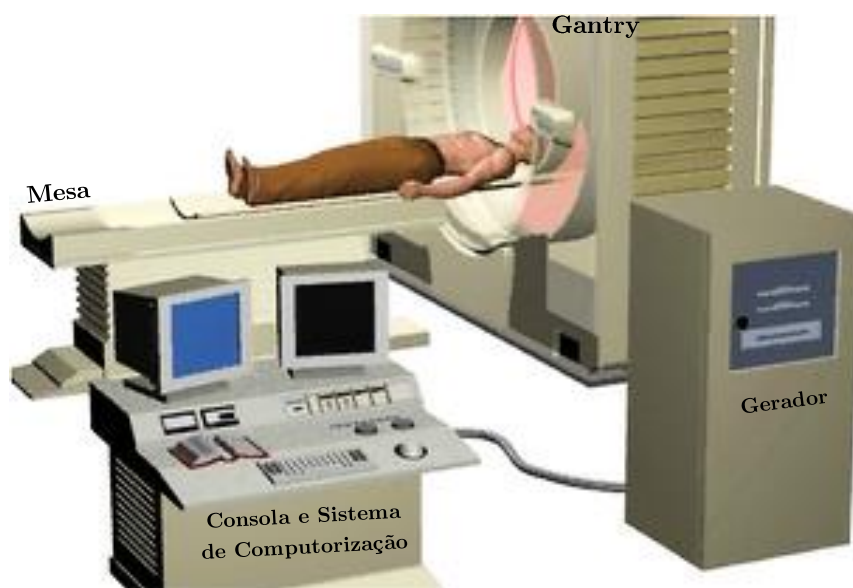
Componentes de uma sala de TC. Adaptada de: [57]
